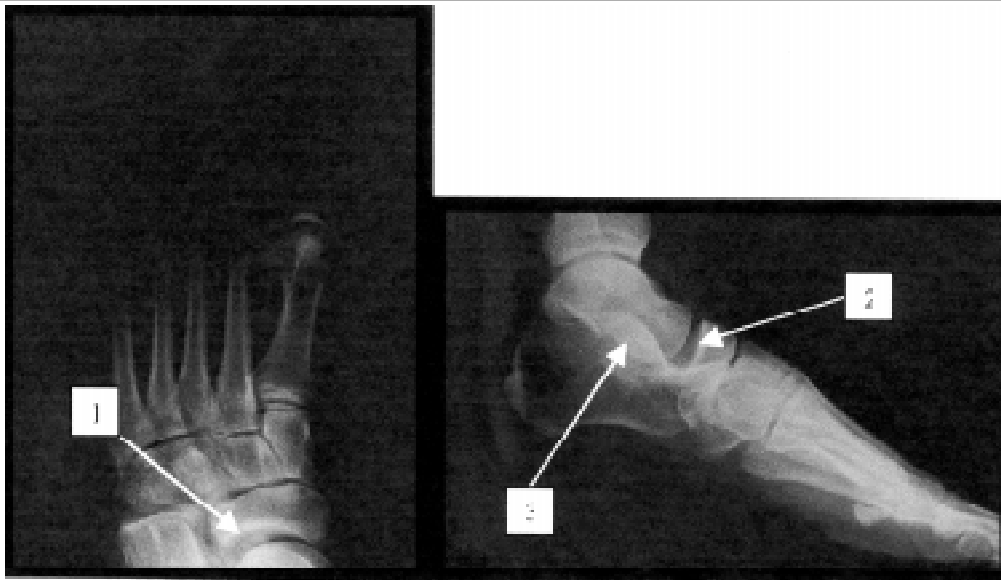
A et B : Les radiographies conventionnelles du pied gauche objectivent une luxation péritalienne associée à une fracture du cuboïde. Sur la radiographie de face (A), diastasis au niveau de l'articulation de Chopart (1). Sur la radiographie de profil (B), diastasis entre le talus et l'os naviculaire (2) associé à une superposition de la surface articulaire subtalienne postérieure avec la partie inférieure du col du talus (3).
